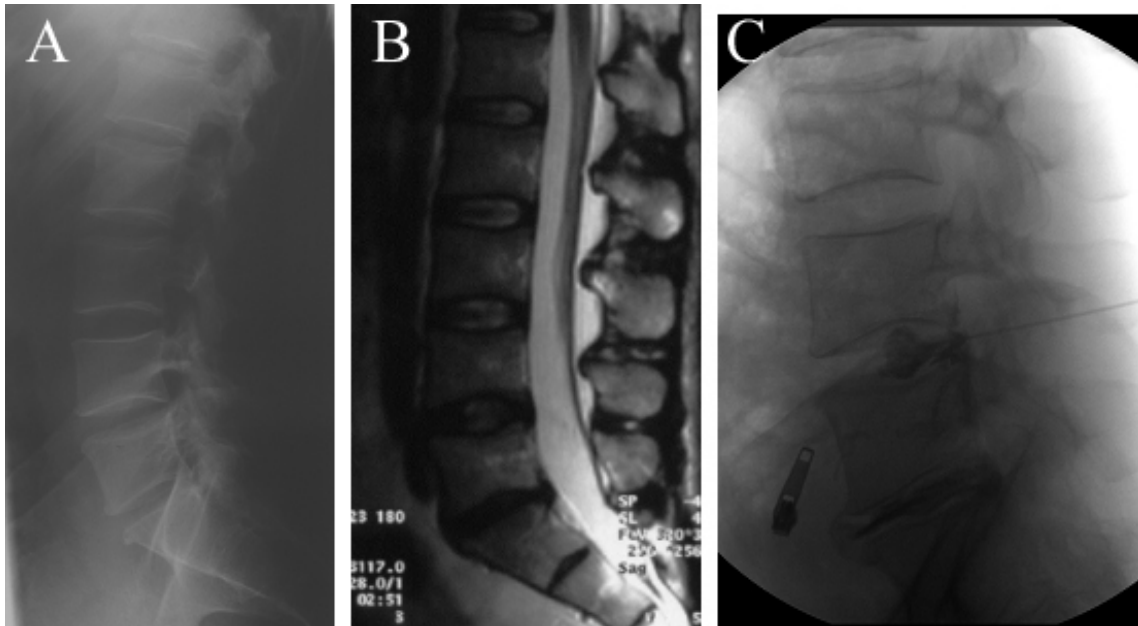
Bandscheibendegeneration im Segment L5-S1 mit nativ radiologischer Abnahme der Bandscheibenhöhe im Segment (A). Kernspintomographische Dehydrierung der Bandscheibe („Black disc“) mit Bandscheibenprotrusion (B). „Cotton-Ball“ Formation im Segment L4-L5 und „Ruptured Disc“ im Segment L5-S1 in der Einteilung nach Adams et al. [1] nach Discographie mit positivem „Memory Pain“ im Segment L5-S1 (C). [L= Lendenwirbelkörper; S= Sakralwirbelkörper]
